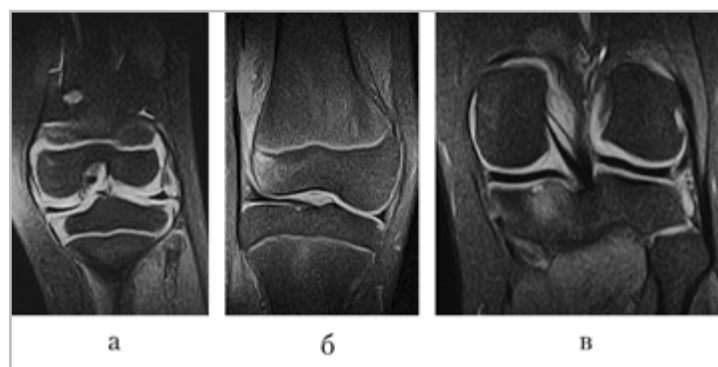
Магнитно-резонансные томограммы, PD FSat, корональная проекция. Отек костного мозга: *а* — больной ЮИА 6,5 года, отек костного мозга медиального мыщелка бедренной кости (балльная шкала 1); *б* — больной ЮИА 12 лет, отек костного мозга латерального мыщелка бедренной кости (балльная шкала 2); *в* — больная ЮИА 5 лет, отек костного мозга медиального мыщелка большеберцовой кости (балльная шкала 3)
